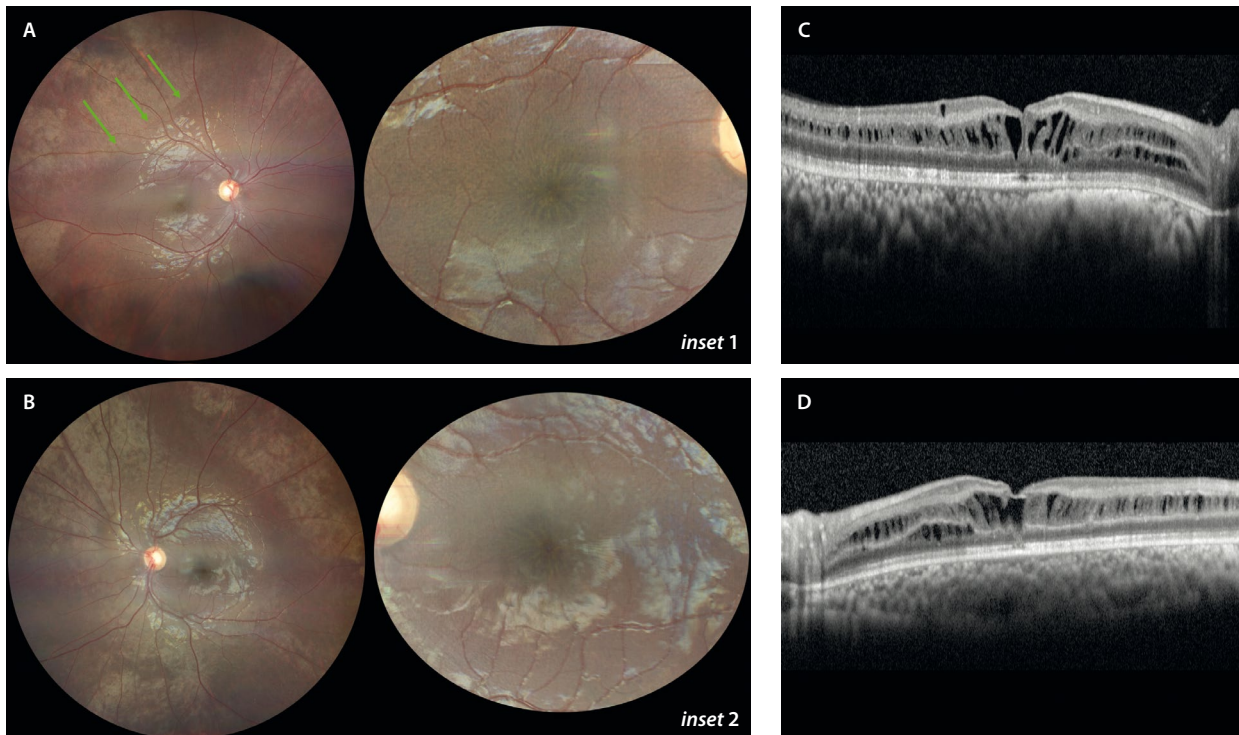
Retinosquis ligada al cromosoma X con retinosquis periférica. Varón de 7 años de edad, portador de la variante patogénica en el gen *RS1* (c.2146G>A), con agudeza visual de 0.4 en ambos ojos. A y B) La retinografía muestra la esquisis macular bilateral, con un patrón radial en rueda de carro o *spoke-wheel* (*inset 1 y 2*), con un engrosamiento vítreo (flechas verdes) y retinosquis periférica temporal superior. C y D) La tomografía de coherencia óptica localiza las áreas de esquisis sobre todo en la capa nuclear interna, pero también en la capa de fibras de Henle y en la capa de células ganglionares.
